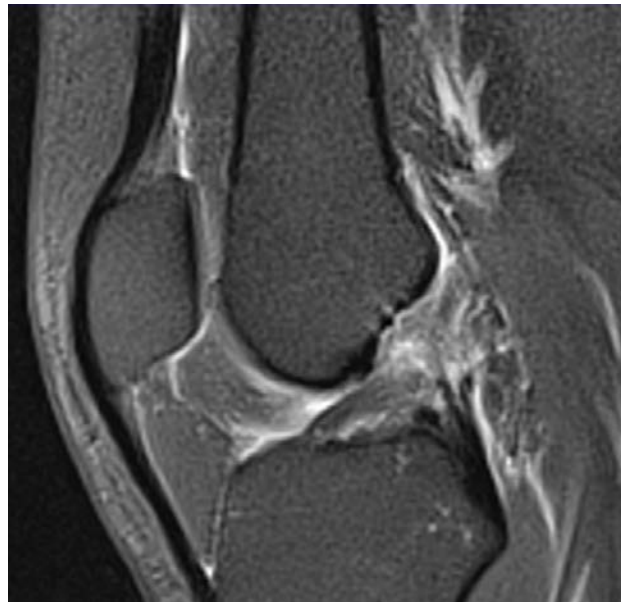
Imagen de resonancia magnética en ponderación T2 Fat- Sat cortes finos sobre el eje del LCA, se aprecia interrupción completa del trayecto de las fibras, así como incremento en la intensidad de señal, en relación a lesión grado 3 del LCA
